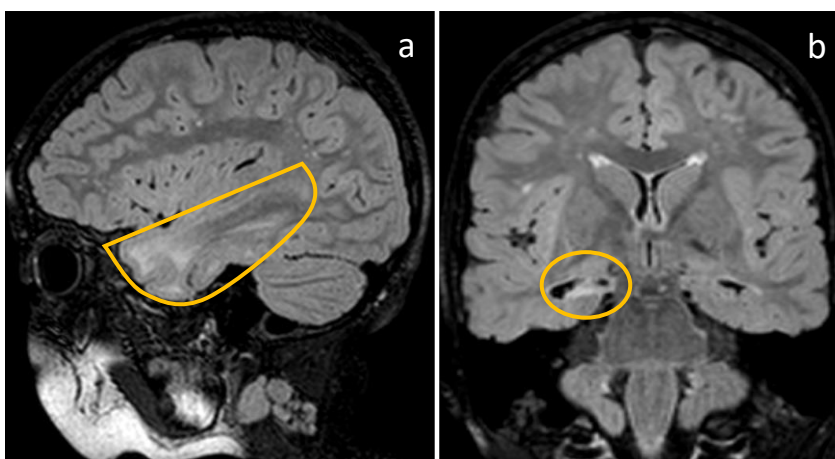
(a) Imagem de RM, T2/FLAIR, corte sagital, delimitação amarela- polo temporal direito, hipersinal da SB subcortical (b) Imagem de RM, T2/FLAIR, corte coronal. Círculo amarelo- atrofia e hiperintensidade do hipocampo direito.
